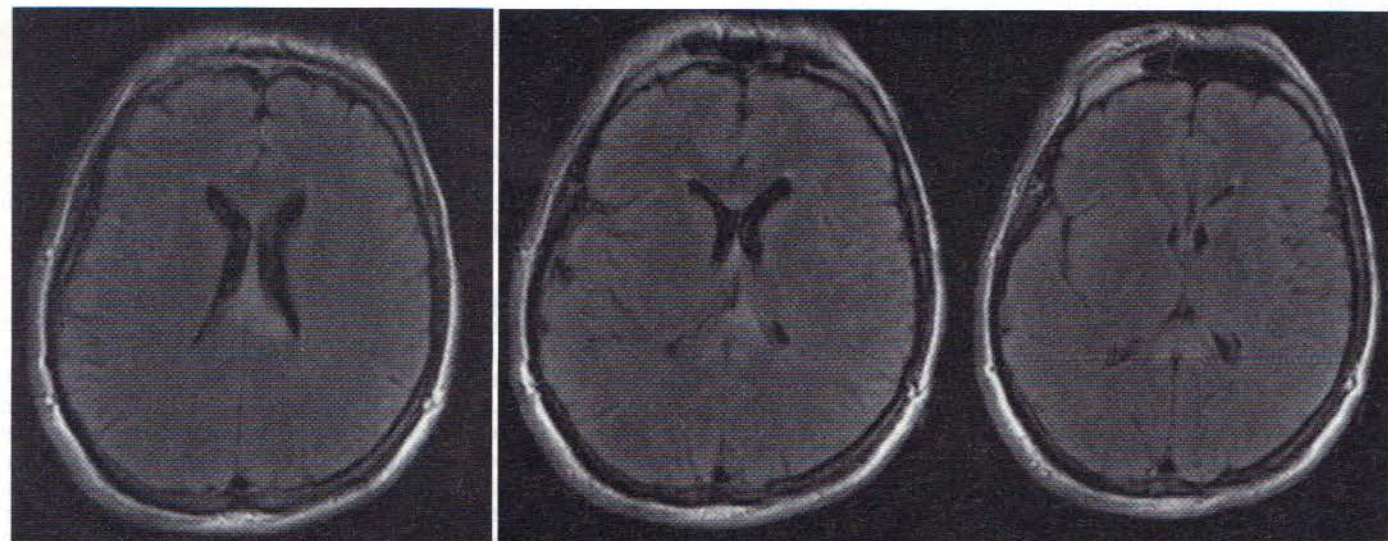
Scanări tomografice computerizate (TC) indicând o injurie axonală difuză (IAD) după ce pacienții au suferit o leziune cerebrală traumatică severă. Deși adesea dificil de observat la o scanare TC, IAD rezultă în leziuni extensive la nivelul fasciculelor substanței albe și poate fi apreciată atunci când, lângă axonii forfecăți, apar mici hemoragii.
